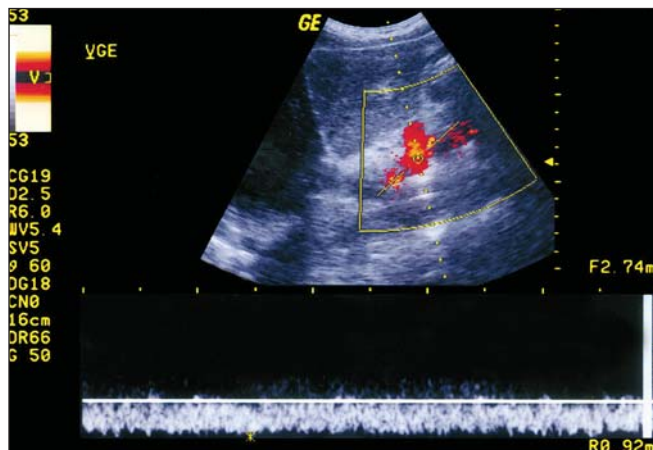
Veia gástrica esquerda ao Doppler colorido e espectral demonstrando o fluxo venoso.
